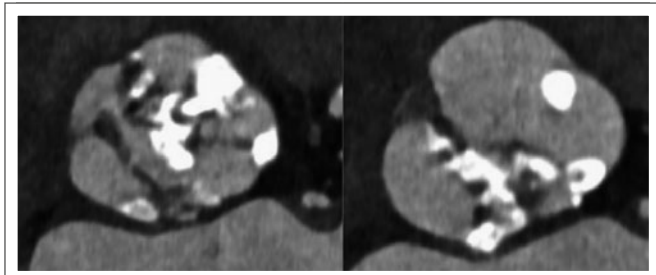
Bikuspidale Aortenklappe mit stark kalzifizierter Raphe in der Multislice-CT
